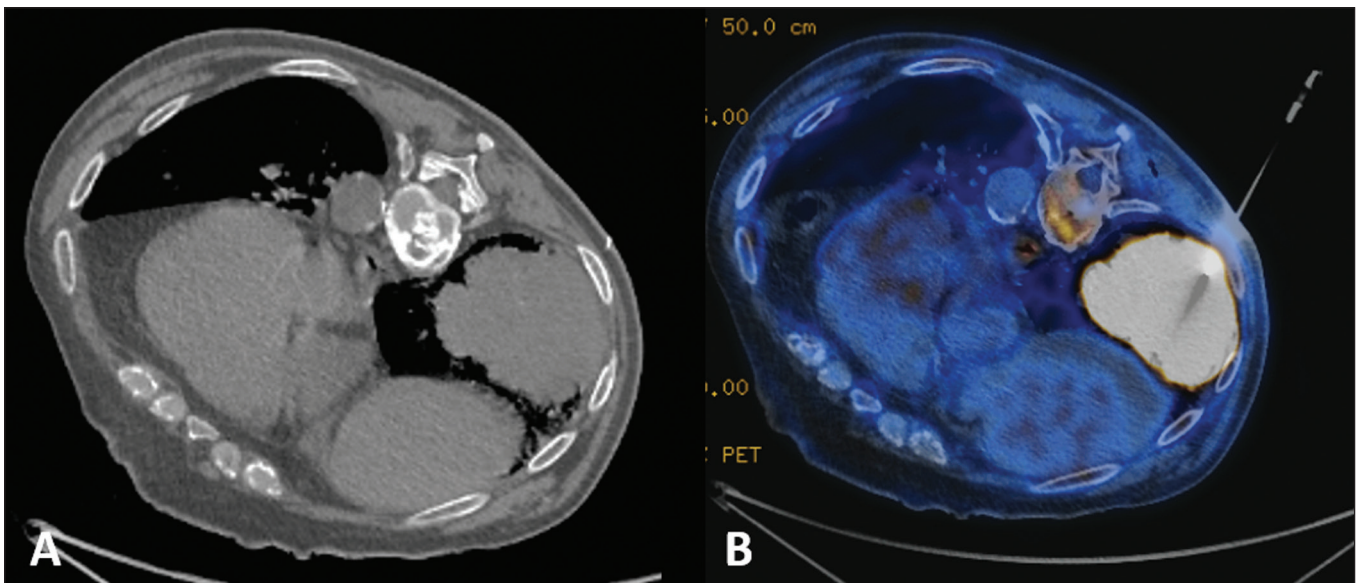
Paciente masculino, 56 anos. A: TC axial mostrando lesão volumosa localizada no lobo inferior do pulmão esquerdo. B: Biópsia guiada por ^{18}F -FDG PET/TC identificou lesão com captação homogênea, sem áreas de necrose, e o anatomopatológico demonstrou tratar-se de adenocarcinoma.
